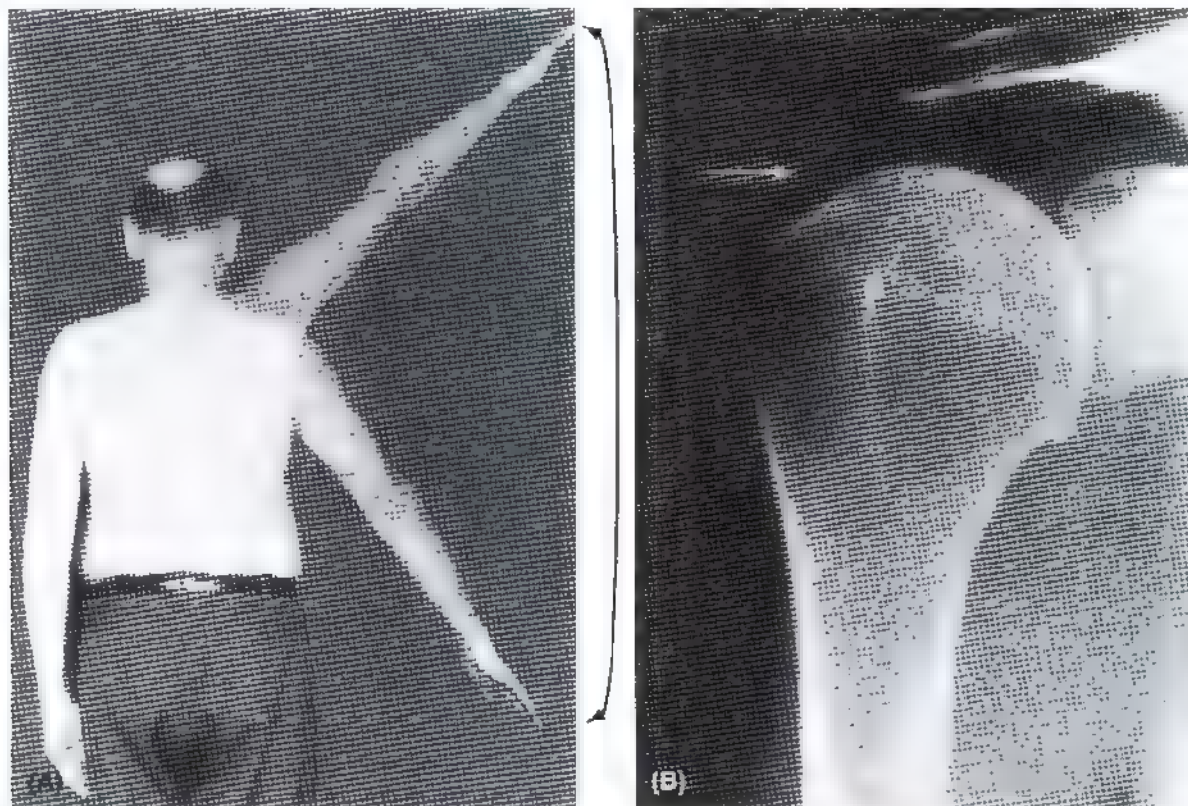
Arco doloroso de separación. A. Fotografía con doble exposición de un varón de edad mediana que muestra el síndrome del hombro doloroso que acompaña a la tendinitis calcificada del músculo supraespinoso en el hombro derecho. La separación del hombro desde aproximadamente 50 hasta 130° (flecha de dos cabezas) provoca un intenso dolor a causa de la tendinitis y de la bursitis subacromia. B. Radiografía de hombro derecho donde se aprecian depósitos de calcio (flecha, en el tendón del músculo supraespinoso, perteneciente al manguito de los rotadores), cerca de su inserción en el hueso
